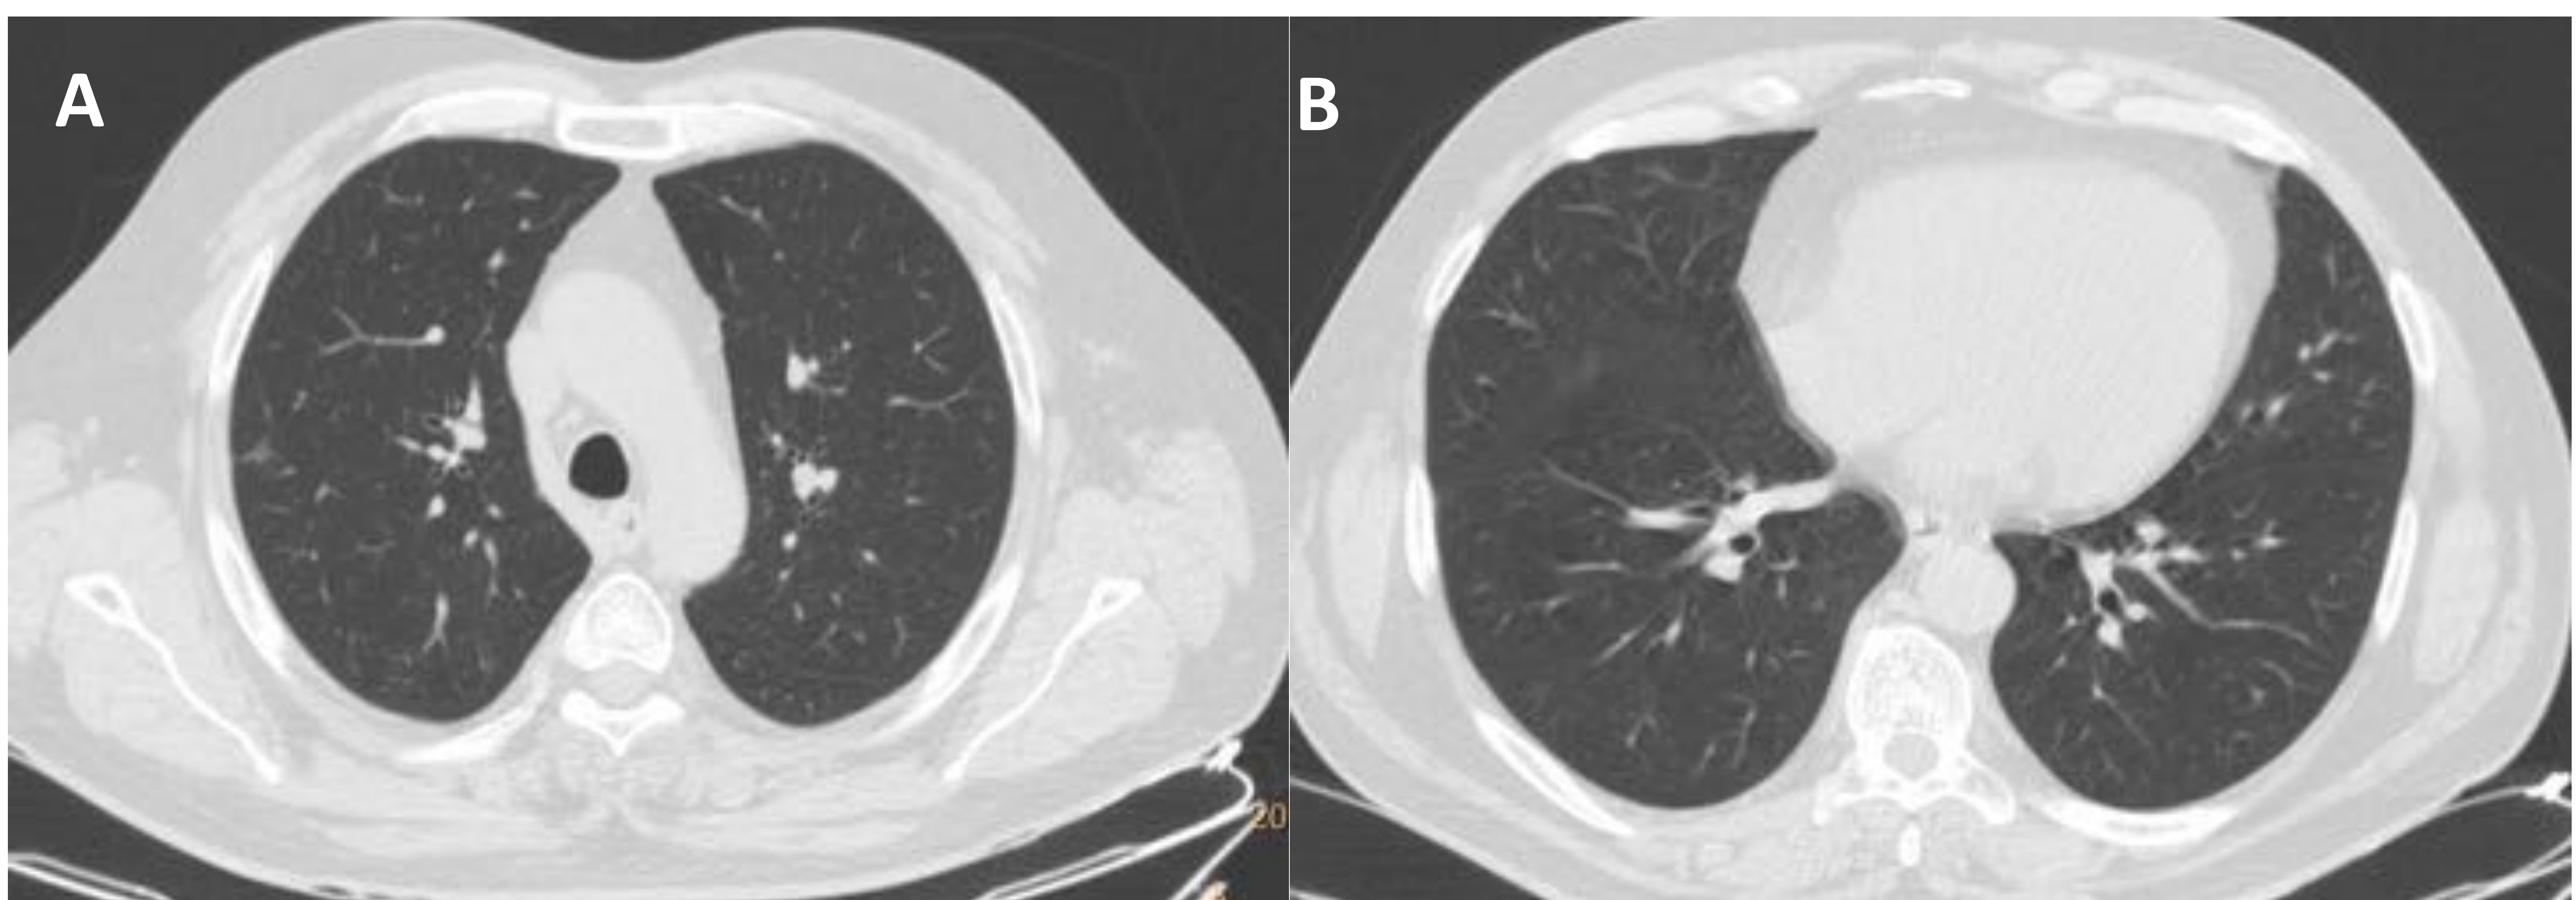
A) y B) TC torácica axial con CIV con ventana de parénquima. Imágenes del mismo paciente que en la figura 12, pero con los campos pulmonares aceptablemente ventilados y desaparición de las imágenes descritas en hipoinspiración. Nótese que la pared traqueal posterior es convexa.
